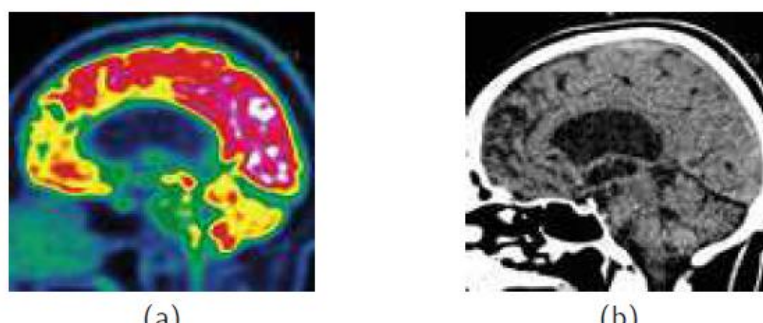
Imagerie fonctionnelle (TEP) VS imagerie anatomique (Tomographie Computationnelle à rayons X. Source : Kucharczak, F. (2019).
